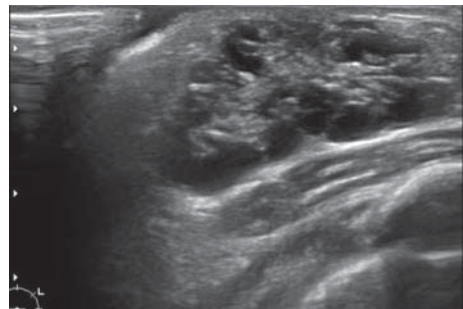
УЗИ: картина кистозной трансформации тканей молочной железы у новорожденных
